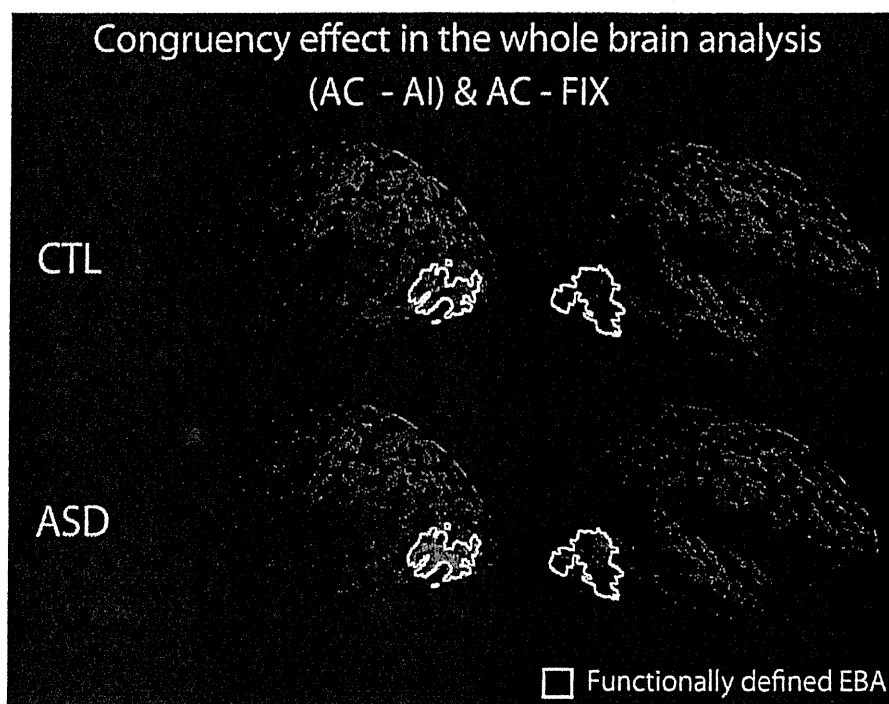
Congruency effects in the whole-brain analysis. The congruency effect in the AFTER condition (AC – AI and AC – FIX) was superimposed on a surface-rendered T1-weighted MRI. There was no significant congruency effect in the BEFORE conditions in the whole brain analysis. CTL shows activation in the control group and ASD indicates activation in individuals with ASD. Regions within the white line indicate the overlap of the EBA between the CTL and ASD groups. The EBA was defined by the independent localizer task. As we found no significant difference between the EBA activation in the two groups, we defined the EBA as the intersection of the EBA between the two groups. The size of activation was thresholded at $p < 0.05$, corrected for multiple comparisons over the whole brain, with the height threshold set at $Z > 3.09$.
